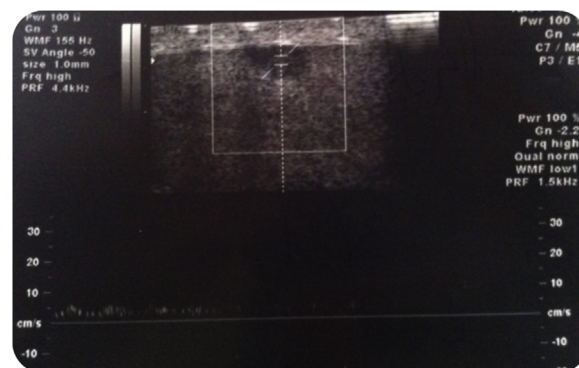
Nódulo hipocogénico de 7,5 mm com sinal Doppler presente.
